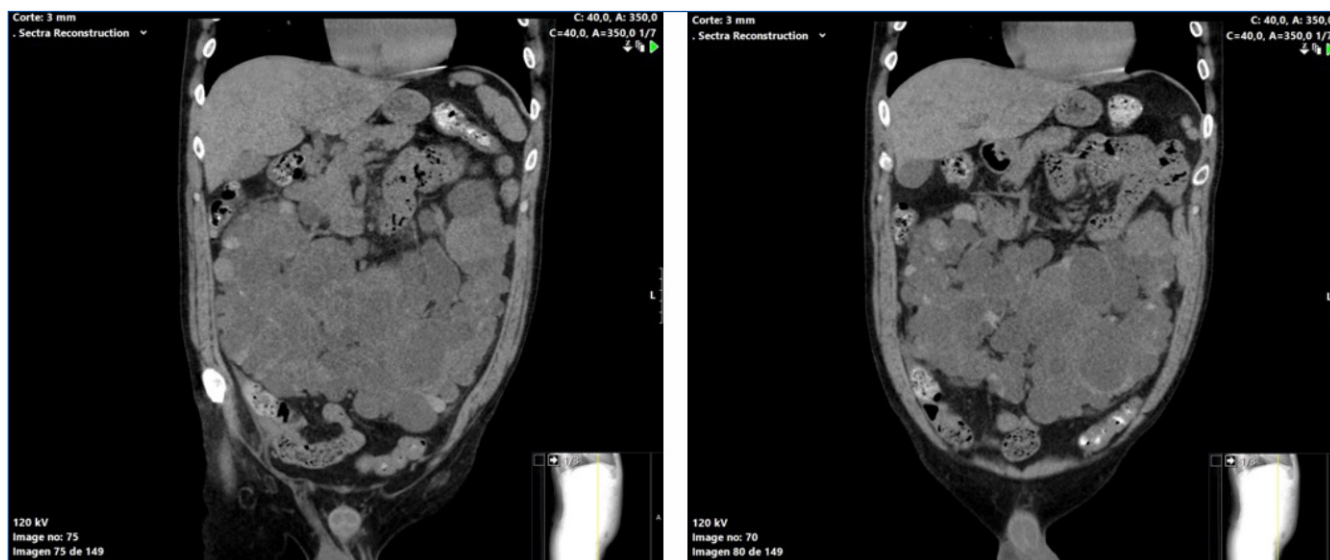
Cortes coroneles de tomografía axial computarizada donde se observan fusión de ambos riñones poliquísticos y su posición anterior en el abdomen (v. línea de topograma en esquina inferior derecha).
